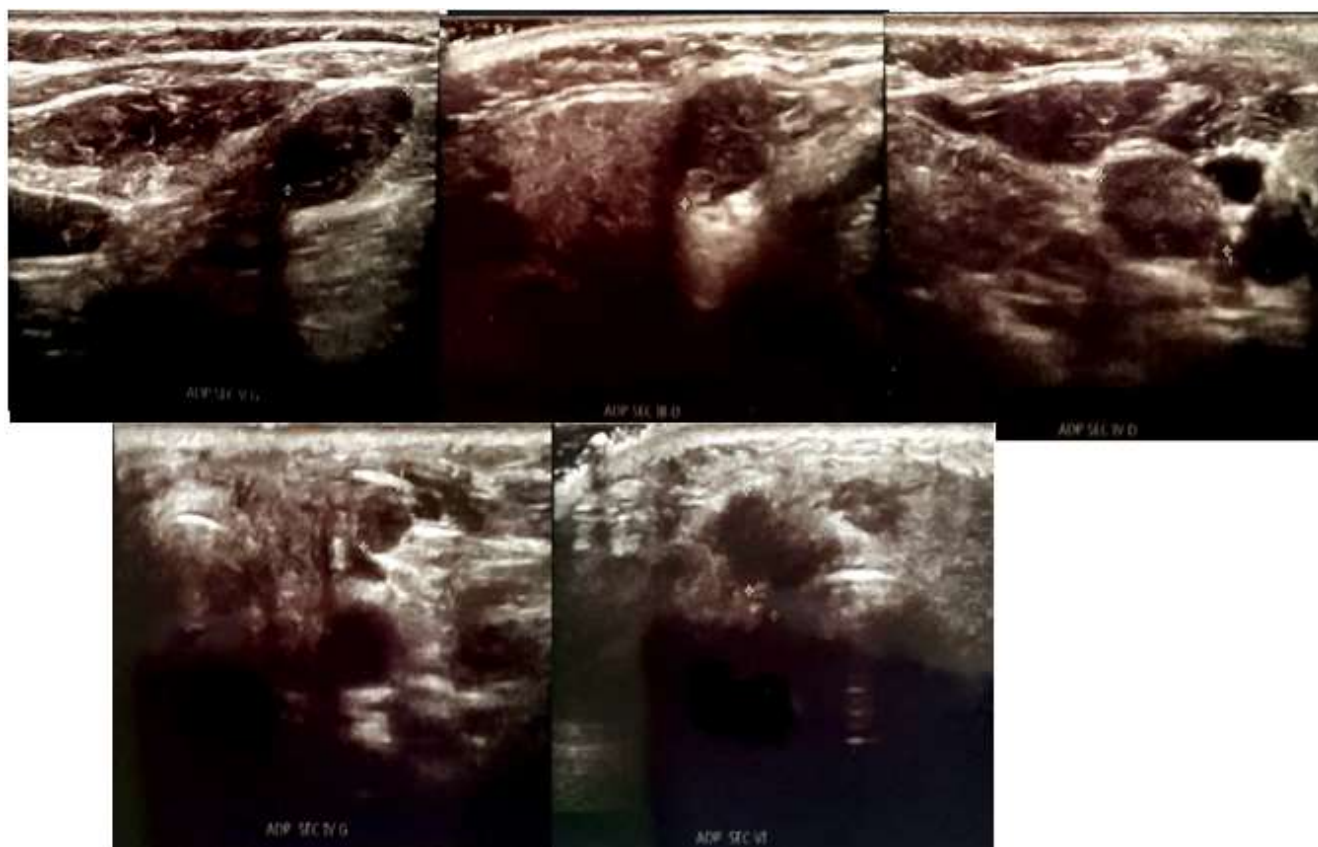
Images échographiques montrant de multiples ADP cervicales bilatérales hétérogènes au niveau des secteurs V, Ib, IV et VI.
